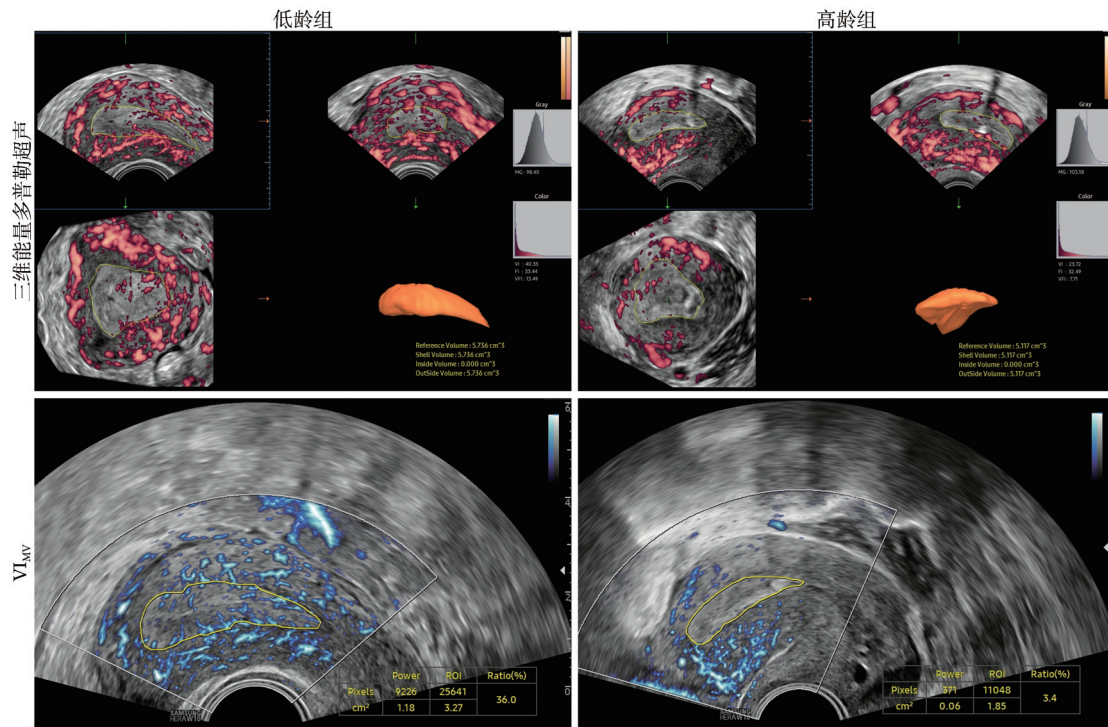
不同年龄组育龄期女性子宫内膜的三维能量多普勒血流参数和VIMV超声影像图
